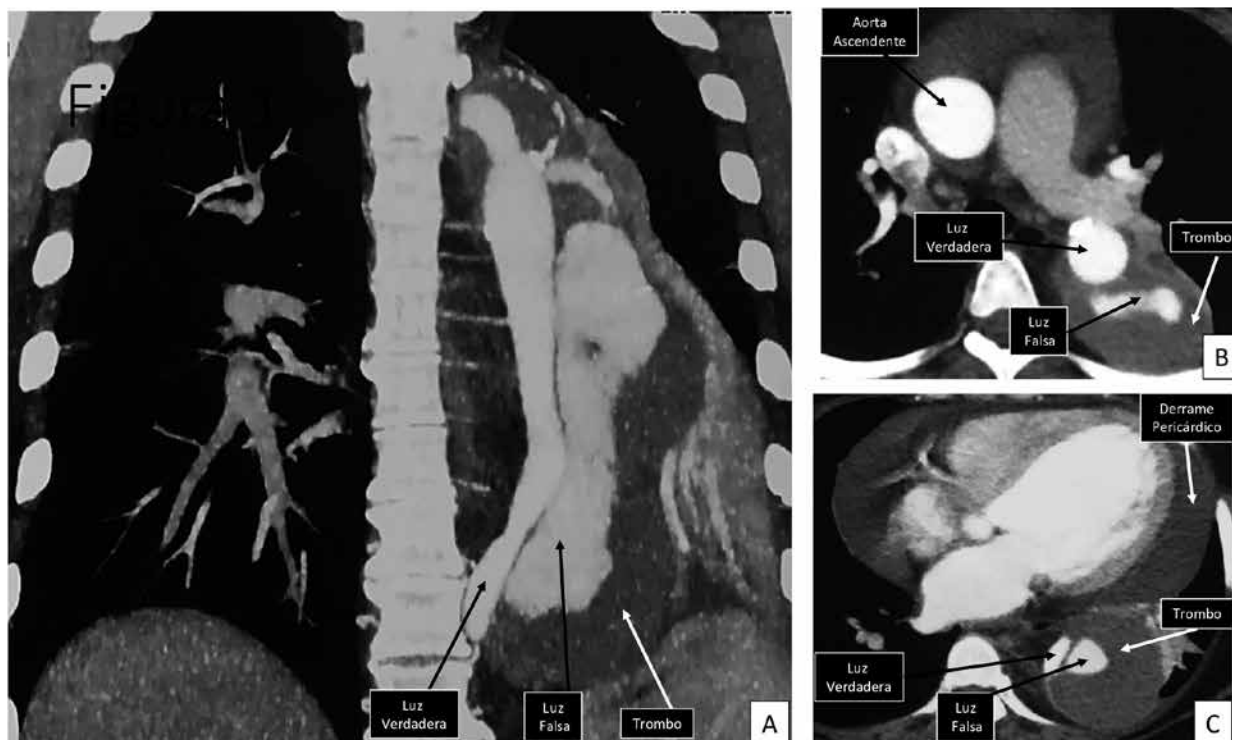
Tomografía torácica con contraste. A: Corte coronal, se evidencia la dissección de la aorta tipo Stanford B. B: Corte axial, muestra la dissección de la aorta torácica descendente con la luz verdadera y la luz falsa con trombosis. C: Corte axial, muestra la dissección de la aorta con la luz verdadera y la luz falsa con trombosis, dilatación del ventrículo izquierdo y derrame pericárdico.
